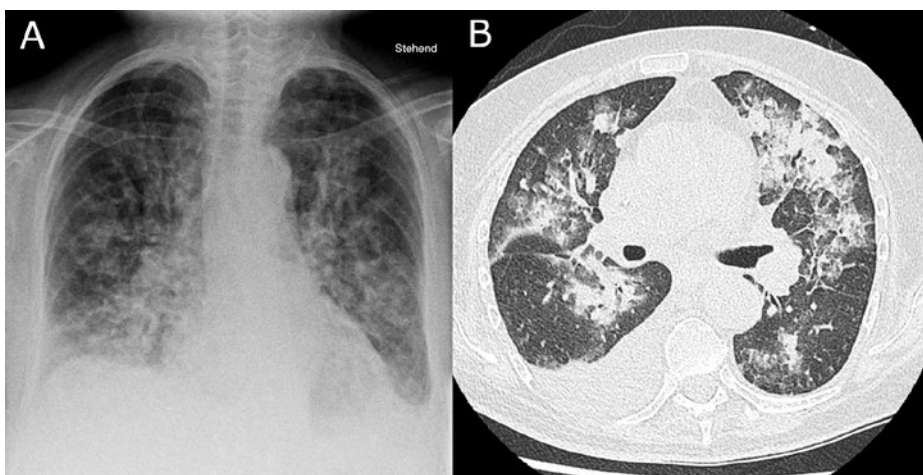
Thoraxröntgen ap (A) und Computertomogramm (CT) nativ im Axialschnitt (B): Zeichen einer Herzüberlastung mit bilateralem Pleuraerguss; das CT zeigt plurifokale alveoläre Kondensationen mit milchglasartigen Infiltraten peripher, stellenweise ein «crazy paving»-artiges Erscheinungsbild verleihend, was auf eine Vaskulitis und Alveolarblutungen hindeuten kann.
